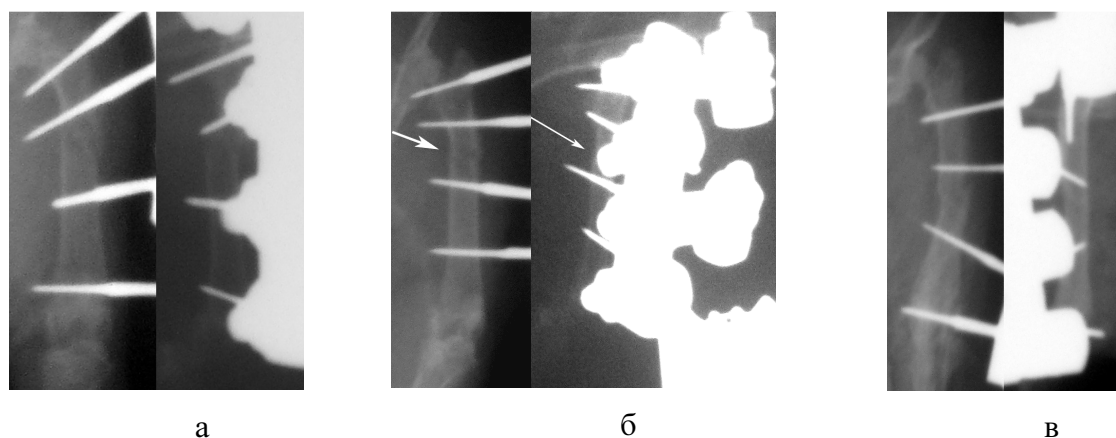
Фрагменты рентгенограмм в день операции: а) 1-я серия; б) 2-я серия; в) 3-я серия.
